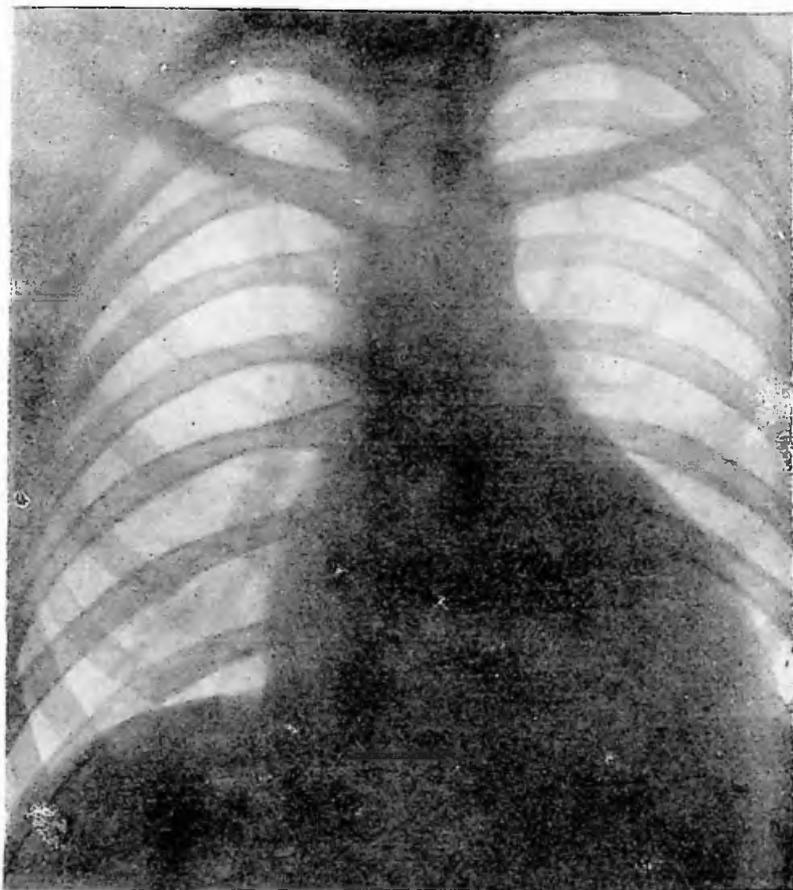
Obs. V: Tele-radiografia do tórax. Aumento da área cardíaca.
